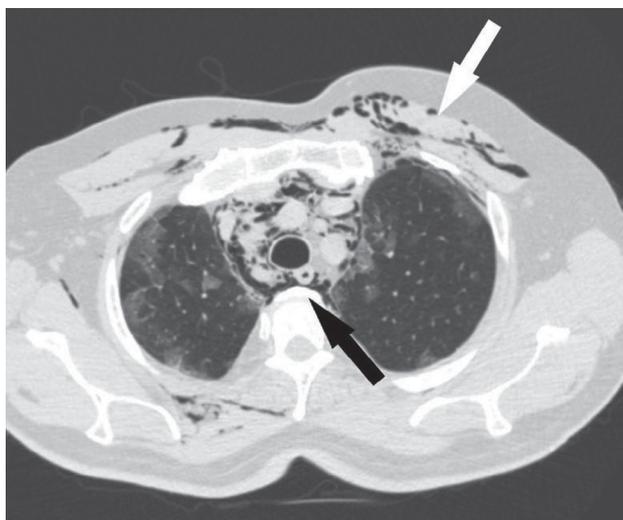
МСКТ грудной клетки пациента, демонстрирующая пневмомедиастинум (черная стрелка) и подкожную эмфизему (белая стрелка)
